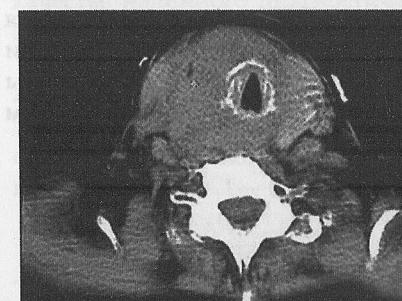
КТ-картина опухоли щитовидной железы
